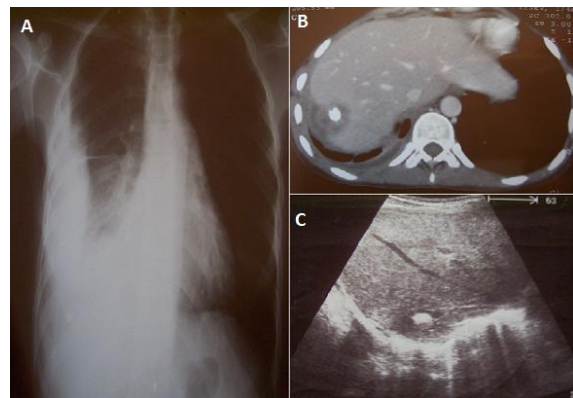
A) Radiographie pulmonaire de face montrant un épanchement liquidien pleural droit de moyenne abondance sans foyer parenchymateux visible; B) TDM en coupe axiale après injection de produit de contraste montrant l'épanchement communiquant par le biais d'une fistule avec la lésion; C) coupe échographique montrant la lésion du dome hépatique renfermant une grosse calcification en son sein
